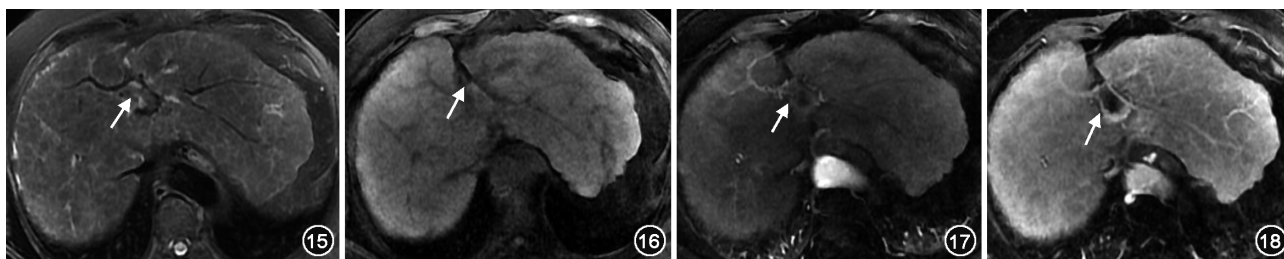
~18 肝硬化合并门静脉矢状部血栓。患者女性,62 岁,乙型肝炎、肝硬化数年,无明显诱因出现上腹部不适伴轻度乏力。MRI 检查 T₂WI(图 15)门静脉矢状部流空信号消失,代之以等信号(↑);T₁WI(图 16)呈稍高信号(↑);动脉期(图 17)未见强化(↑);门脉期(图 18)呈充盈缺损改变(↑)
